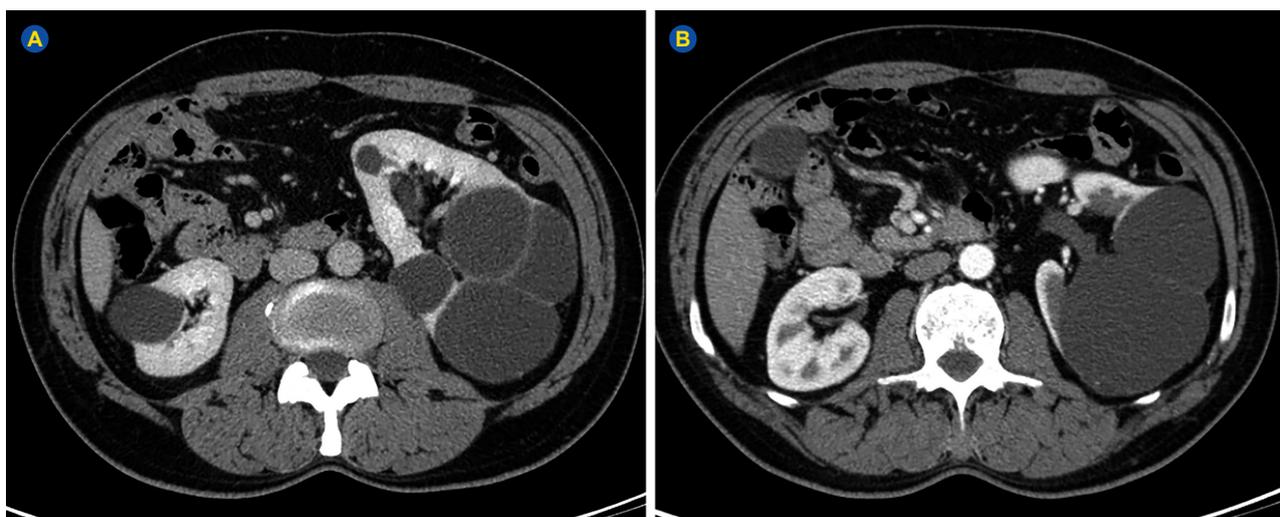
Tomografia renal: múltiplos quistos no rim esquerdo na vertente posterior do parênquima, condicionando proeminência do sistema piélico (A). Quisto renal simples (B).
